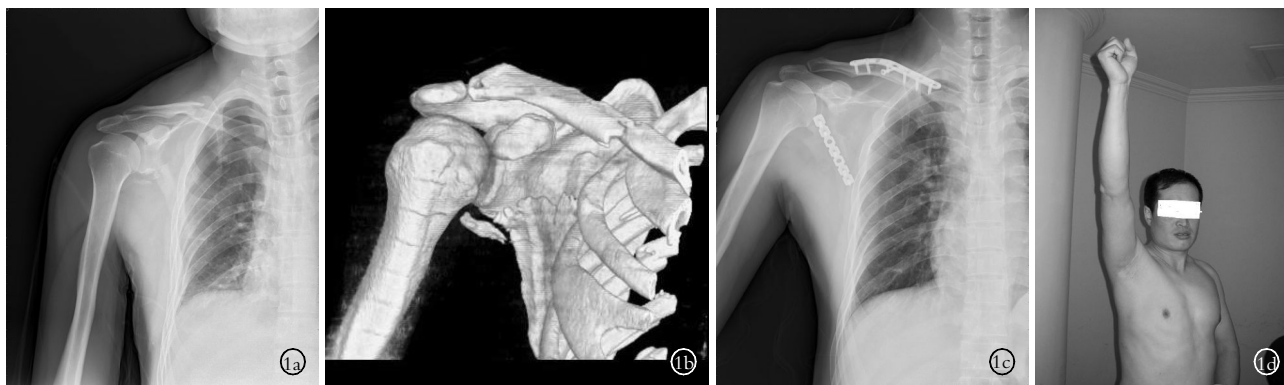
男,38岁,因摔伤致左侧锁骨骨折、肩胛骨骨折,第4~7肋骨骨折,左侧肺气肿,行切开复位锁定接骨板固定 1a. 术前X线片显示患者左侧锁骨中段骨折、左肩胛骨体部骨折,关节盂下缘有粉碎骨块,多发肋骨骨折,肺气肿 1b. CT三维重建肩胛骨骨折断端 1c. 术后X线片可见肩胛骨、锁骨骨折断端复位好,可有1枚锁定接骨板固定 1d. 术后8个月,患肢功能恢复好,Hardegger评分为优
